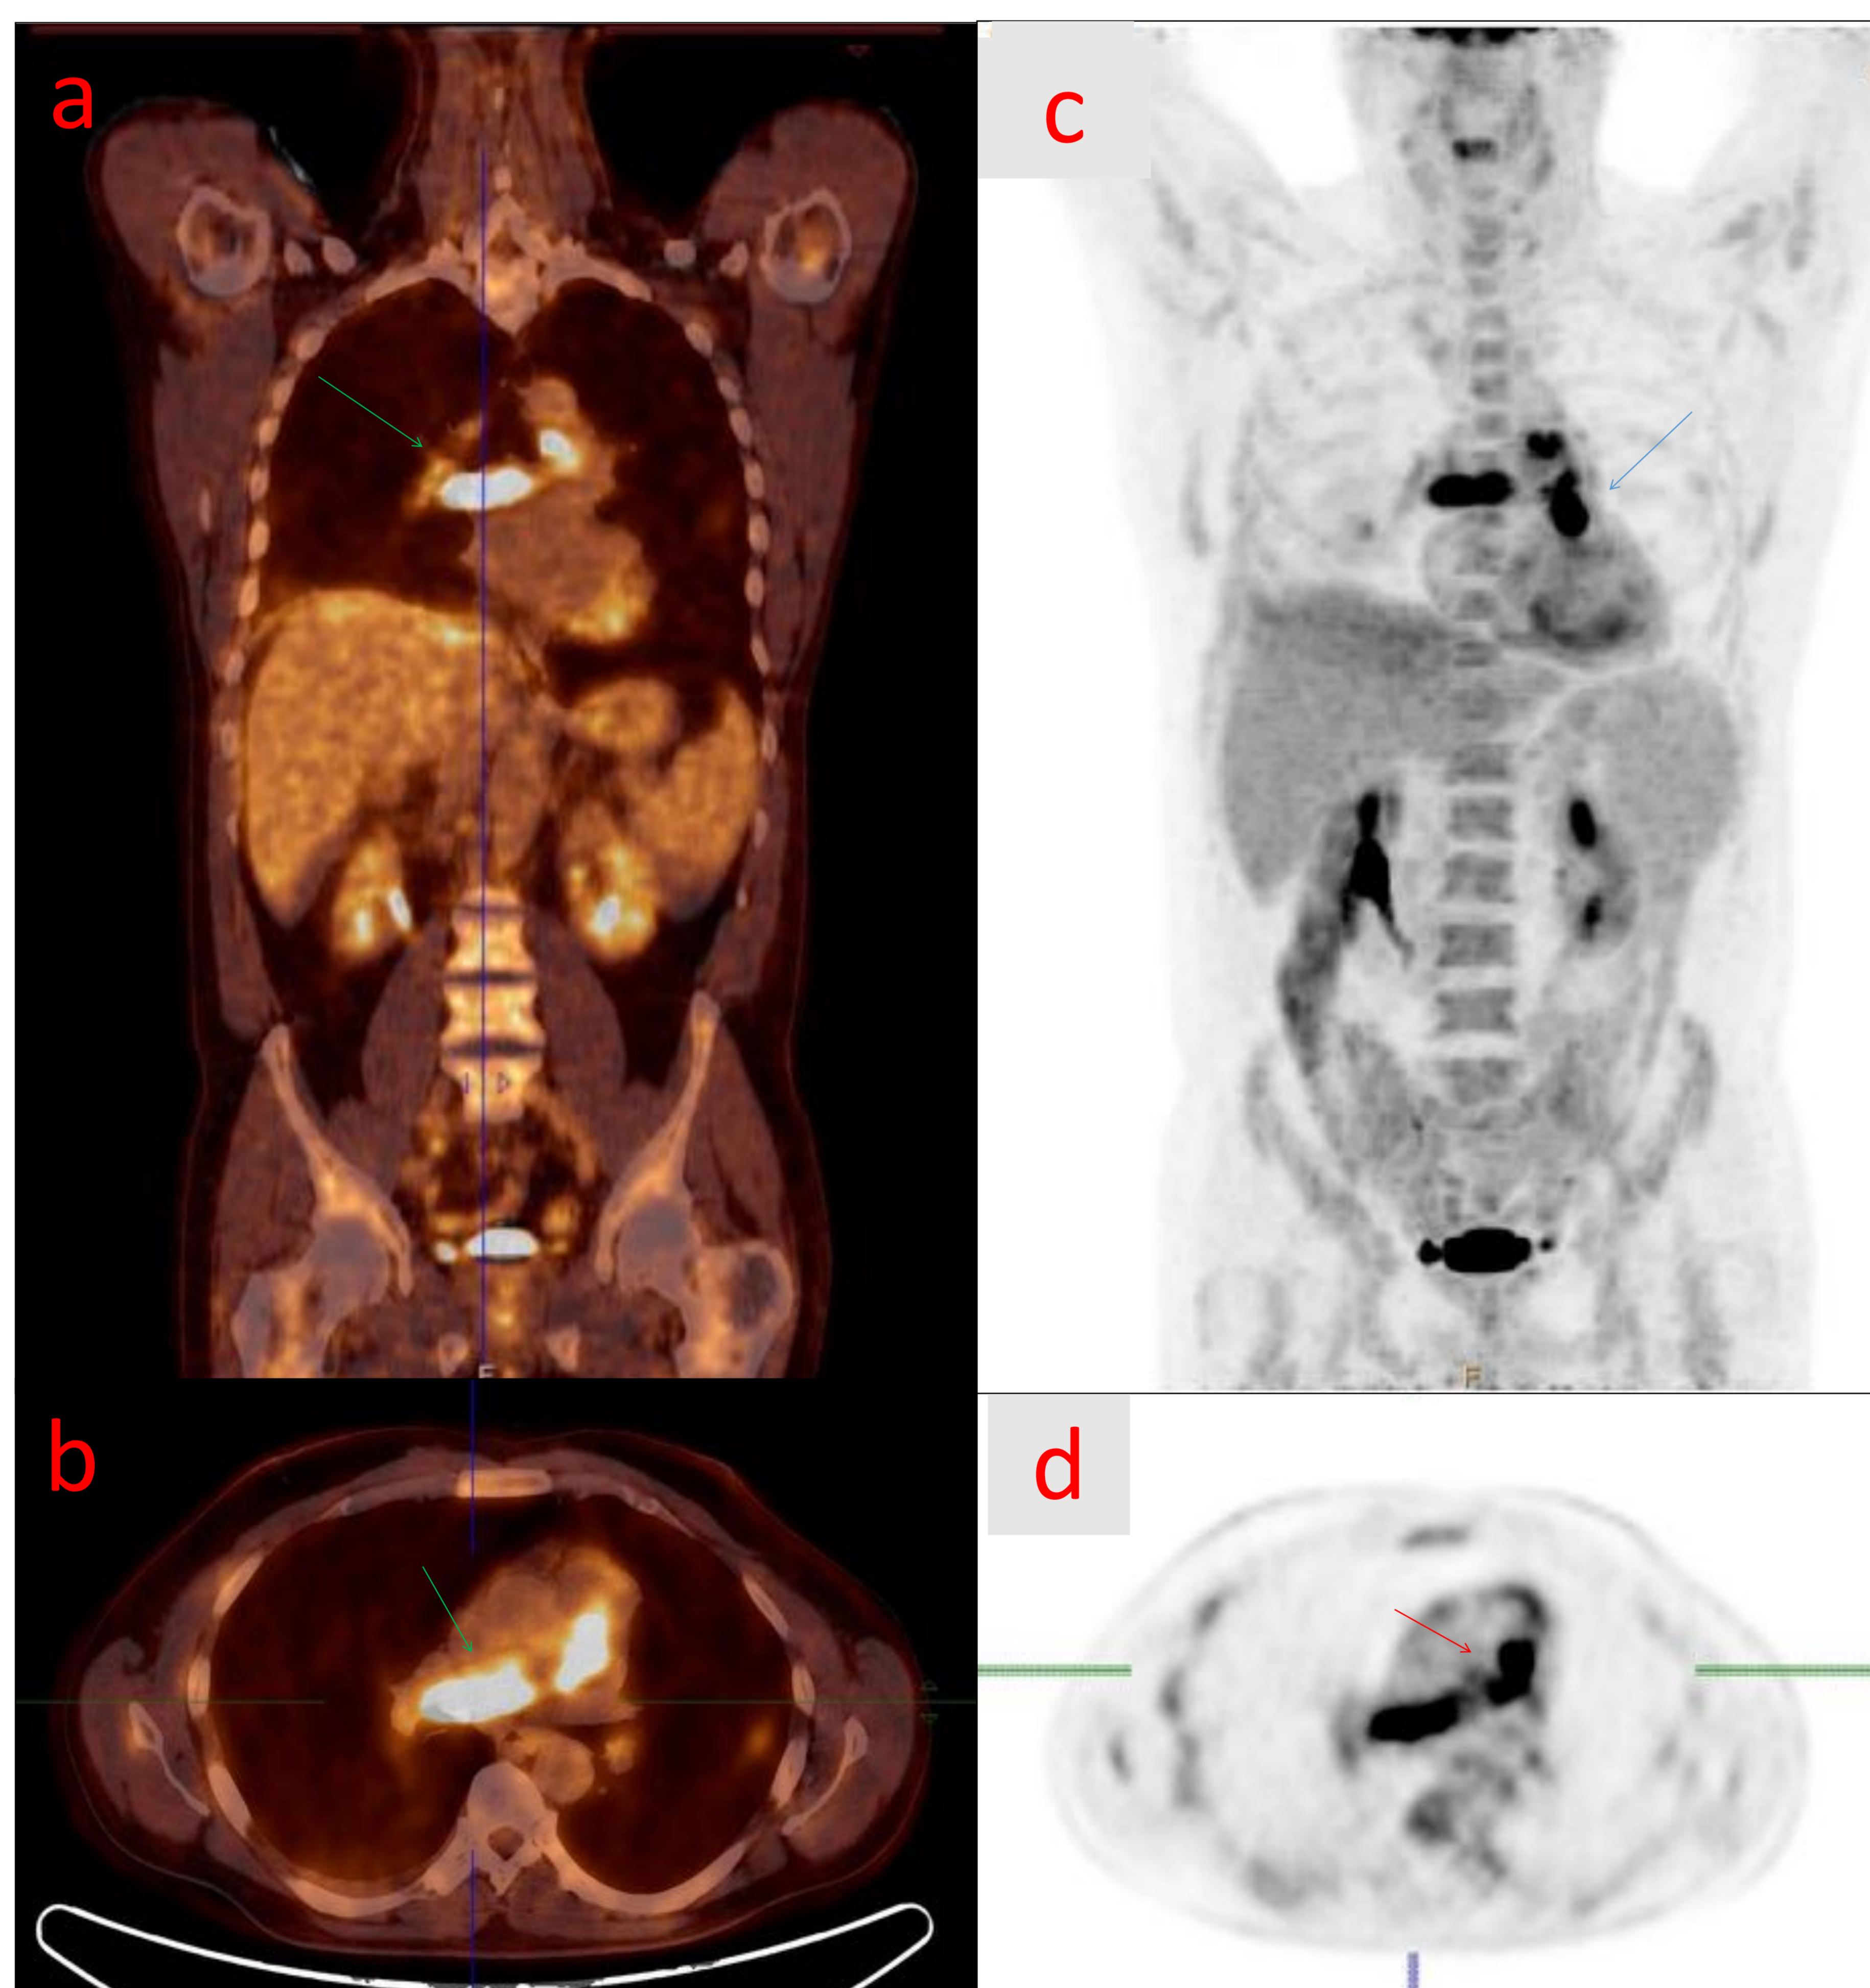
a) coronal y b) axial ambas imágenes de fusión c) coronal y d) axial PET. Se observan depósitos focales patológicos que se extienden ocupando la totalidad de la salida de la arteria pulmonar derecha y afecta focalmente la salida de la arteria pulmonar izquierda compatible con angiosarcoma .
